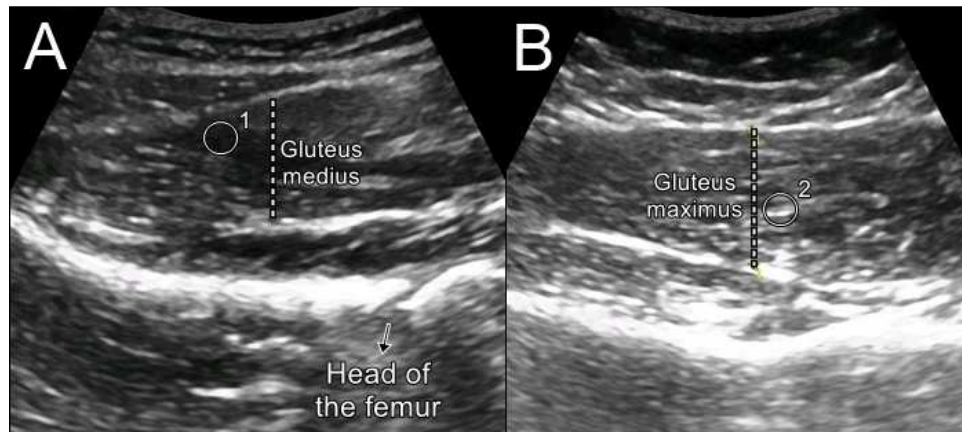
Ultrassonografia. A – Imagem para a avaliação da espessura do músculo glúteo médio. B – Imagem para a avaliação da espessura do músculo glúteo máximo. 1 – Exemplo de área mais escura, o que indica maior quantidade de tecido contrátil. 2 – Exemplo de área mais clara, o que indica maior quantidade de tecido não contrátil.
